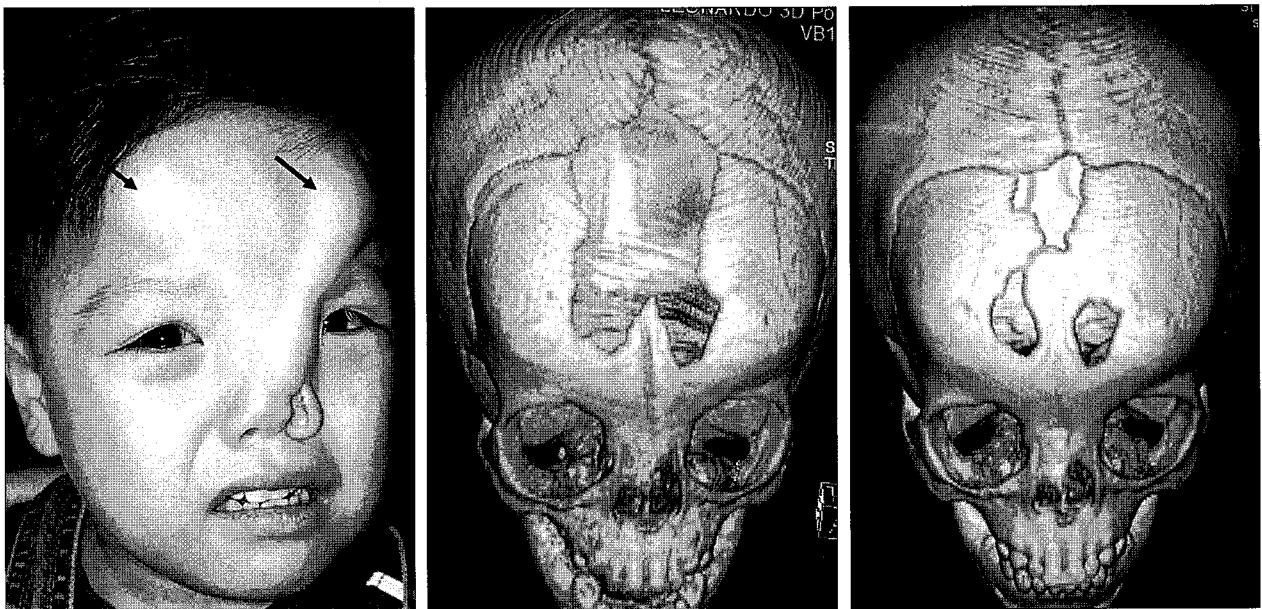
(Left) A 16-month-old boy with bilfrontal bossings(arrow) and nasal cleft of the left ala. (Center) A 16-month 3-dimensional CT shows anterior fontanelle and extended bifrontal bony defect. (Right) A 28-month 3-dimensional CT shows remained bifrontal bossing and smaller frontal bony defect. It also shows nasal bone cleft traverses the piriform aperture between the anterior nasal spine and the frontal process of left maxilla.
